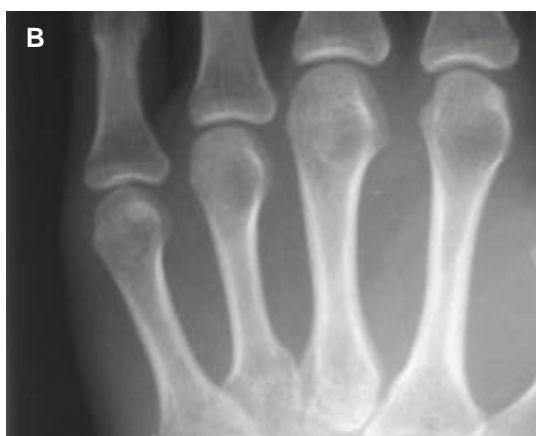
B + C: Das *positive* Metakarpalzeichen im Handröntgenbild: Eine Gerade an den Köpfen von Metakarpale IV und V verläuft durch den dritten Metakarpalknochen, bzw. berührt diesen.
